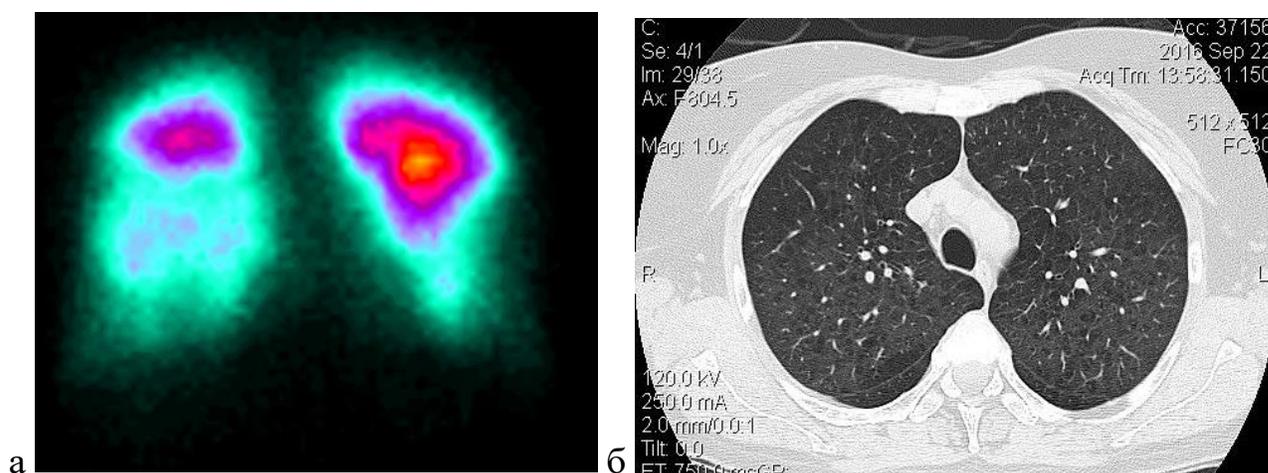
Преимущественно нижнедолевая эмфизема без булл (а – перфузионная сцинтиграфия легких, б – МСКТ грудной клетки)
